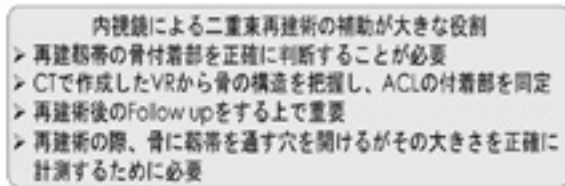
ACL 損傷における CT 検査の役割
